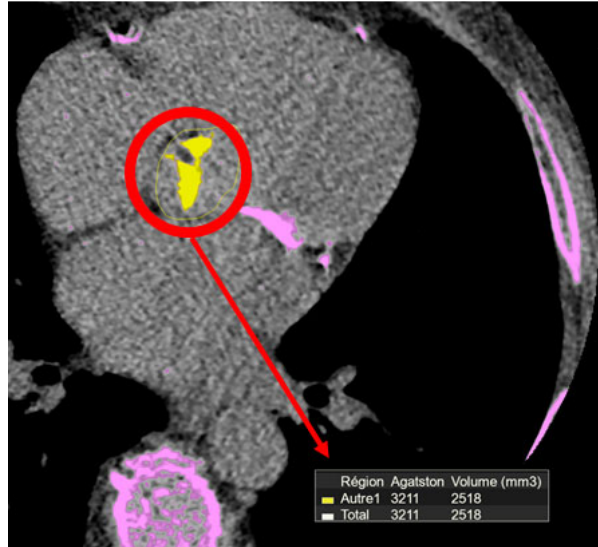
TDM : Calcul du score calcique.<sup>114</sup>
